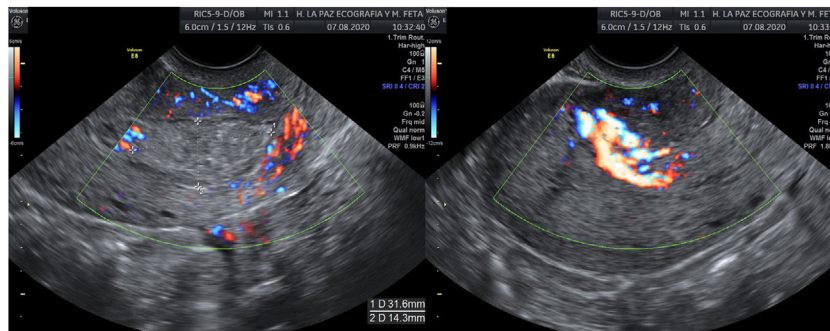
Flujo vascular turbulento con Doppler color compatible con MAVU.
